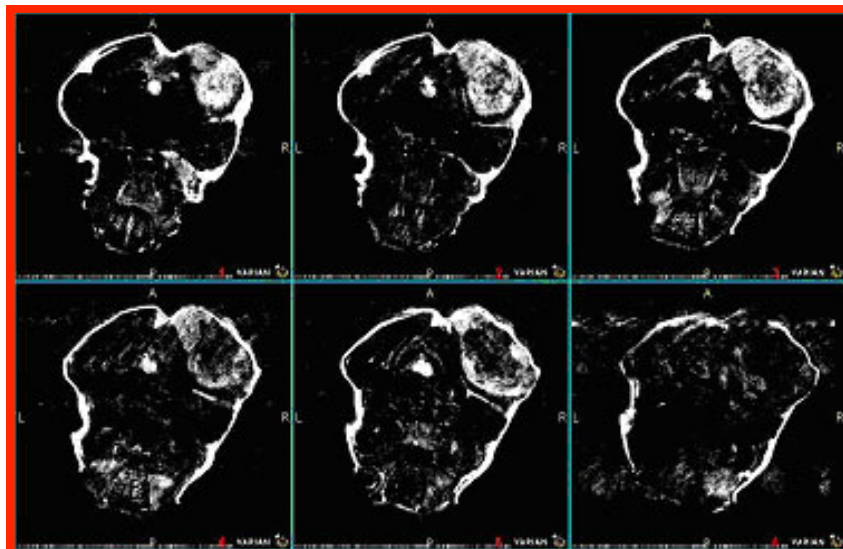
Imagen de Resonancia Magnética de un ratón SCID trasplantado con de cáncer de mama humano MDA-435. Se evidencia crecimiento celular denso alrededor del perímetro tumoral con una región central de necrosis.
